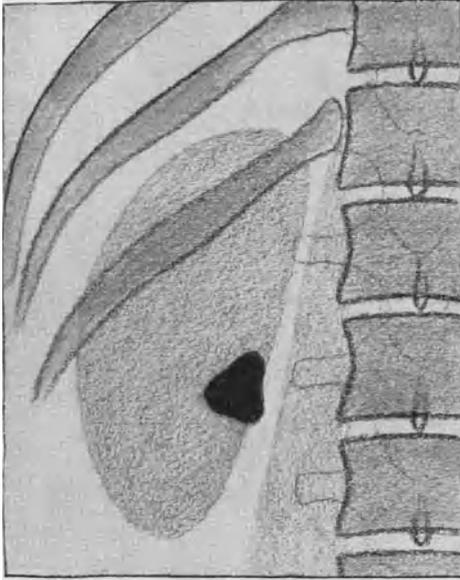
Nach Sgalitzer. Fall von Nierenbeckenstein. Ventralsicht Aufnahme. (Röntgenpause.)
